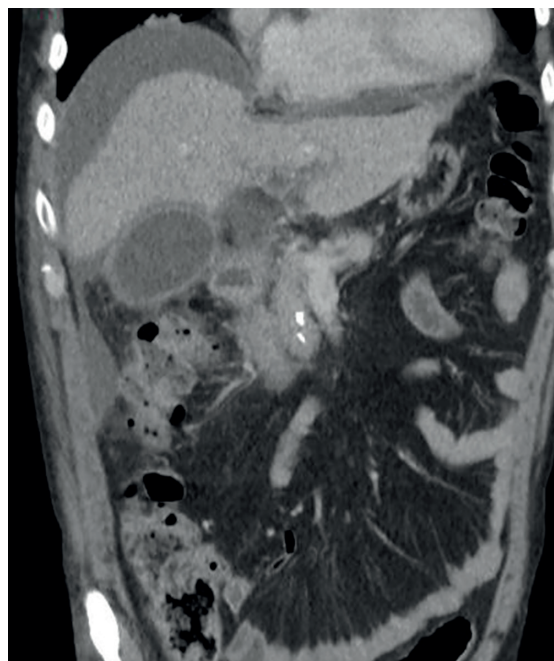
Tomografia computadorizada de abdome pré-operatória: líquido livre pode ser visto nas áreas subfêrnica e sub-hepática direita, com vesícula distendida e edema perivesicular que se estende ao ligamento hepatoduodenal.
